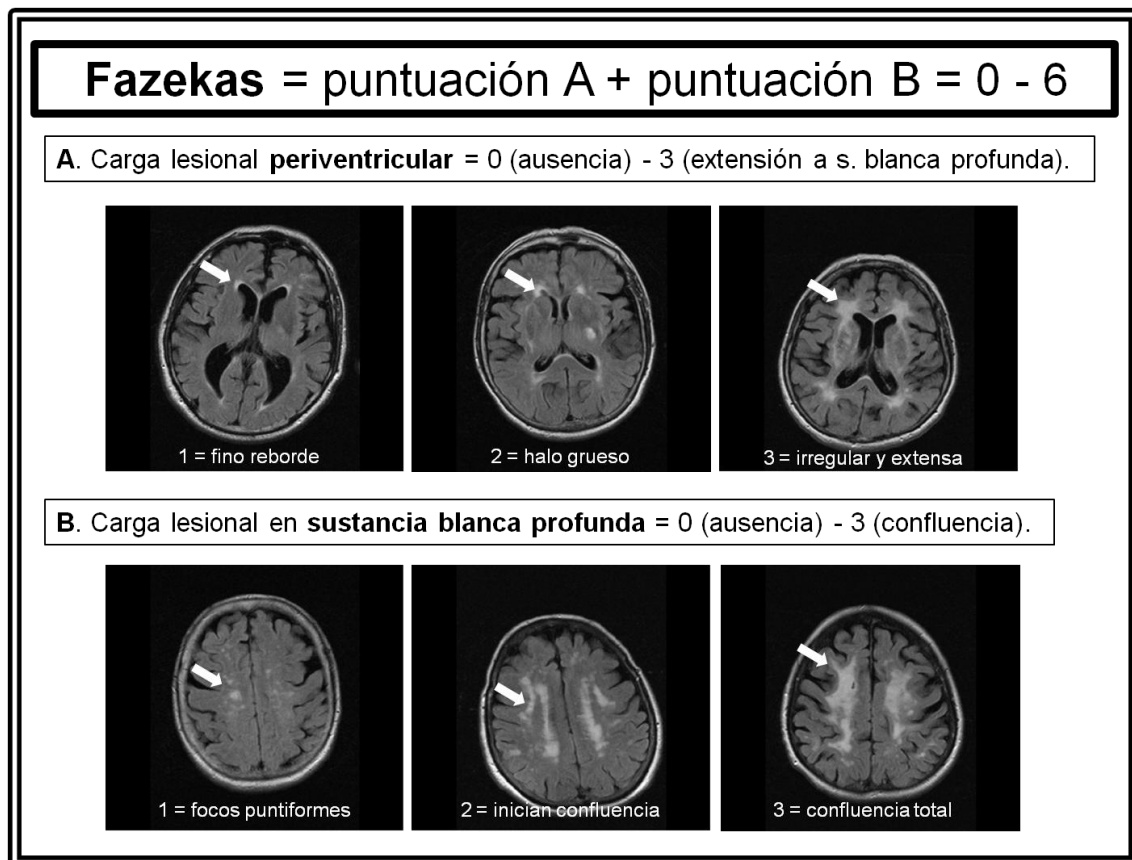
Representación esquemática e ilustrada de la escala de Fazekas para la gradación de carga lesional de sustancia blanca en RM cerebral, como marcador de microangiopatía cerebral. Fuente de las imágenes: base de datos anonimizados del propio estudio.
